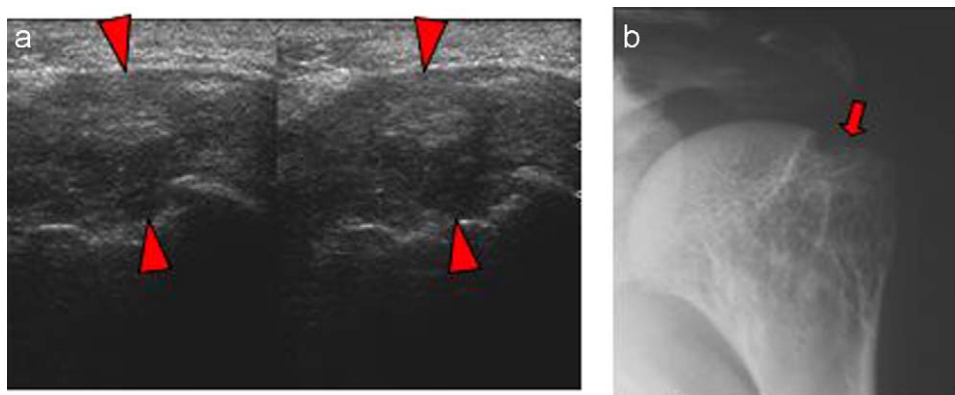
Depósito de amiloide. En la ecografía (a) se aprecia una ocupación del espacio articular debido a material hiperecogénico que corresponde a infiltración por material amiloide (cabezas de flecha). La radiografía anteroposterior (b) demuestra erosión ósea (flecha).
